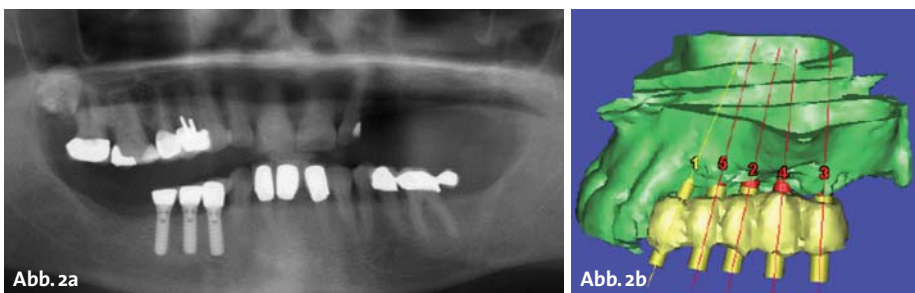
Orthopantomogramm mit Oberkieferatrophie links. – Abb. 2b: Planung Implantatinserktion auf CT-Basis im Modell in Ansicht von lateral. – Abb. 2c: Klinische Situation mit fünf Implantaten und offenem lateralen Sinuslift links mit Gemisch aus Augmentation durch autologen Knochen und Osbone®. – Abb. 2d: Klinische Situation mit fünf Implantaten nach offenem lateralen Sinuslift links und lateraler Augmentation mit Gemisch aus autologem Knochen und Osbone® und Abstützung durch PDLLA-Membran (ResorbX®). – Abb. 2e: Orthopantomogramm sechs Monate postoperativ nach Freilegung.
